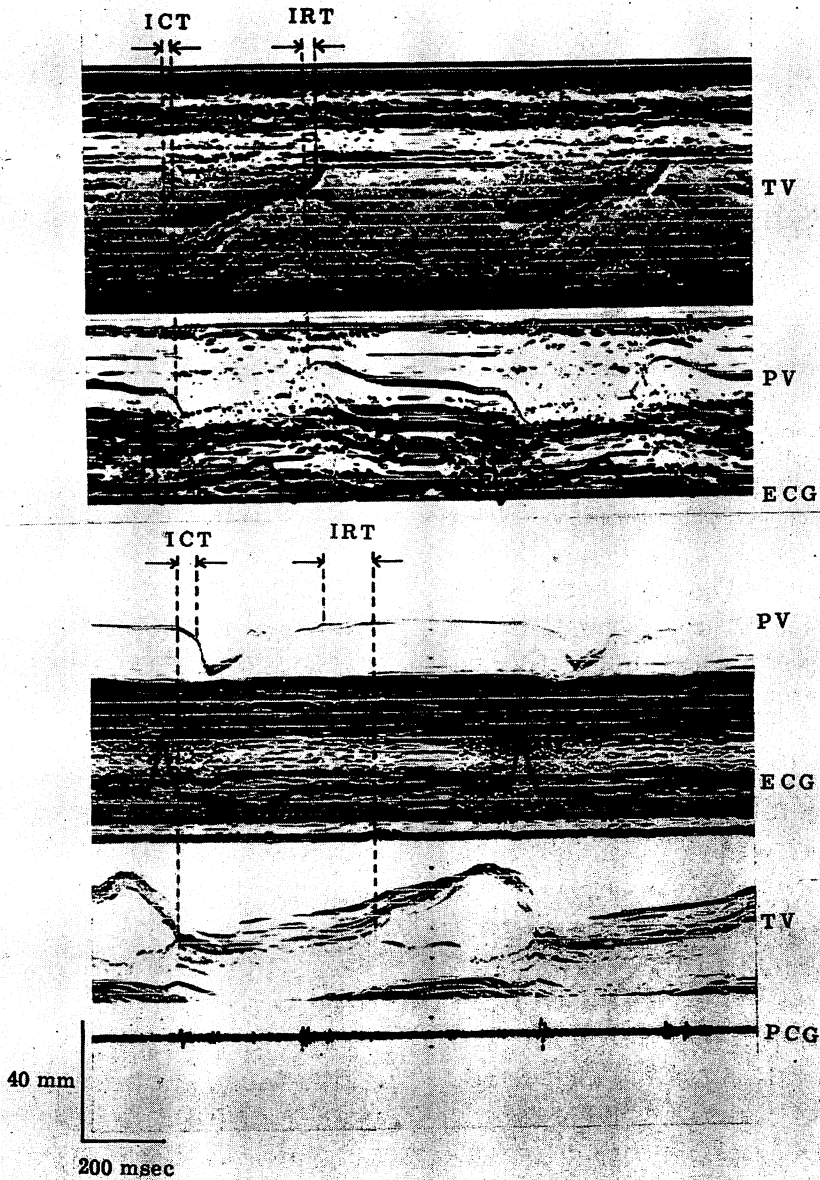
Bidirectional echocardiograms of tricuspid (TV) and pulmonic valves (PV) recorded from a normal subject (upper figure) and a patient with pulmonary hypertension (lower figure).
